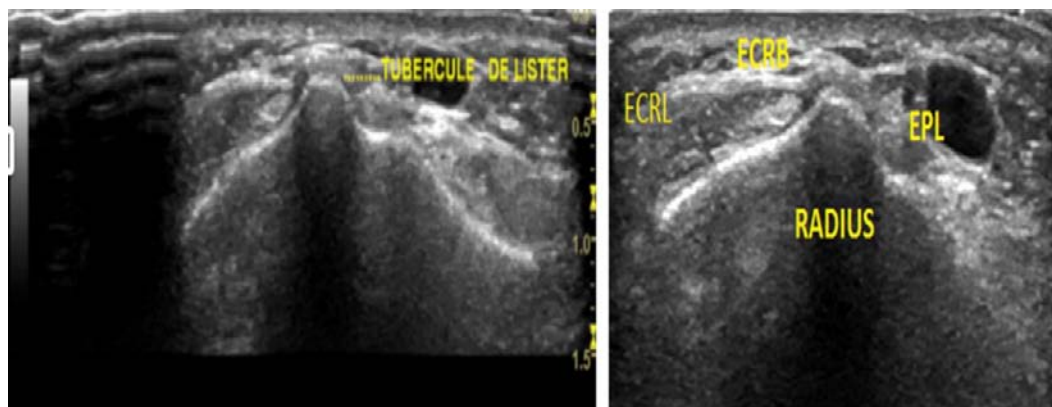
Coupe échographique des 2^{ème} et 3^{ème} compartiments séparés par le tubercule de Lister au centre:
